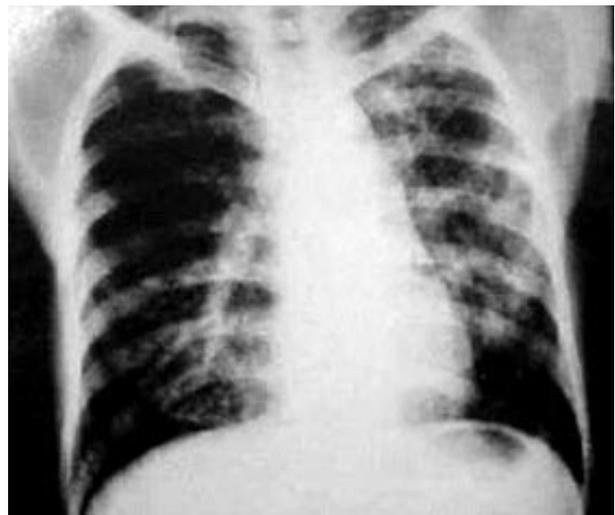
Radiografia simples de tórax mostrando infiltrado retículo-nodular difuso em ambos hemitórax.
